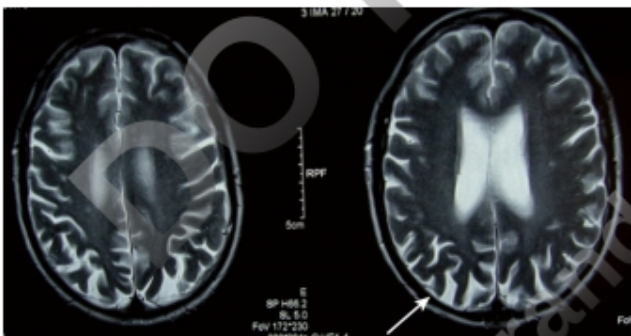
Figura e18.12 Síndrome corticobasal con síndrome de mano ajena y apraxia ideomotora. Moderada atrfia cortical parietal de predominio derecho en la RM con hipoperfusión en la SPECT-HMPAO.
